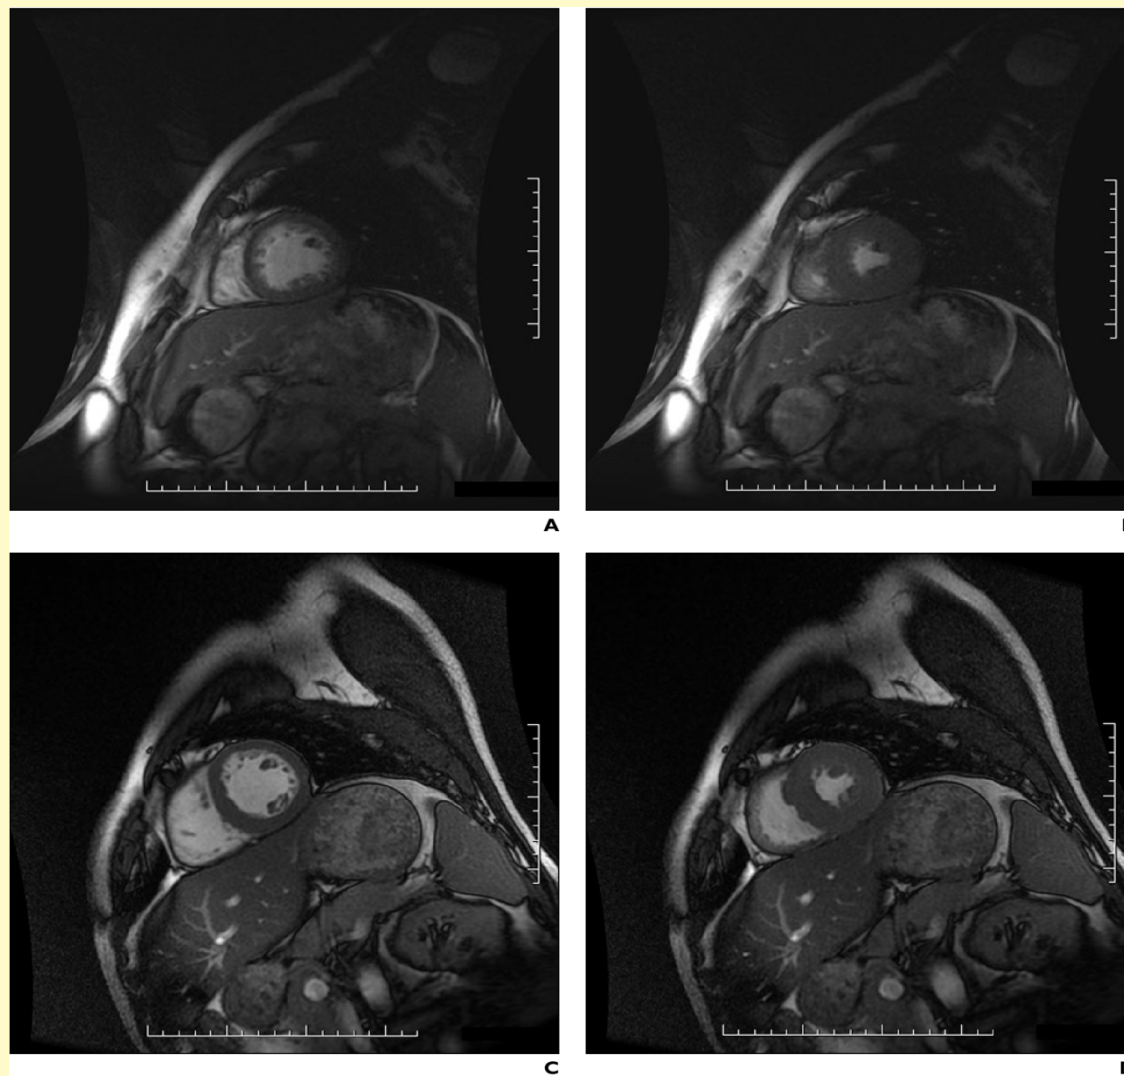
MRI follow-up of hypertrophic cardiomyopathy in 43-year-old man.
